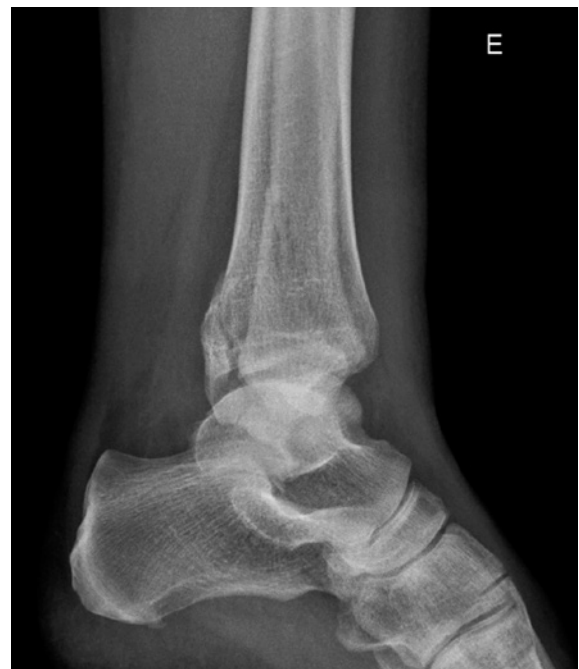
Radiografias pré-operatórias de fratura de tornozelo.
